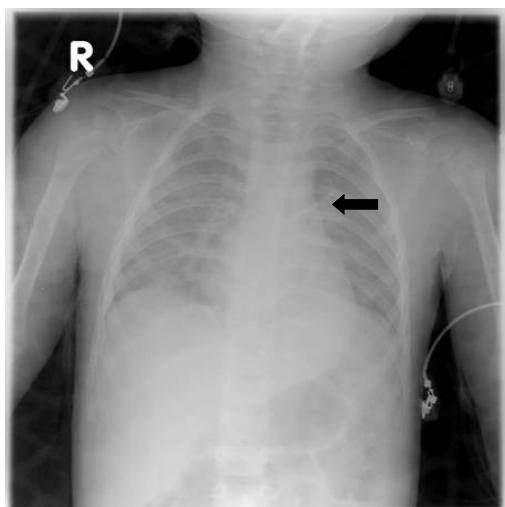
Intraoperative chest X-ray, showing catheter tip cut off which is in the left pulmonary vessel (Black arrow).
